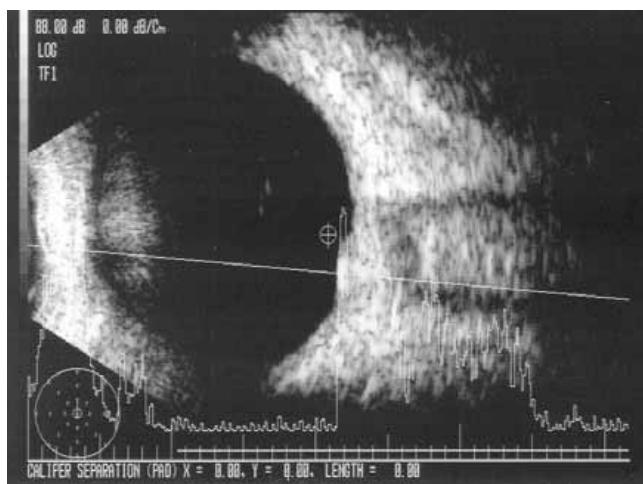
Ecografía modo A/B en que se observó una imagen bien limitada en placa, sólida, localizada en el área macular, compatible con degeneración macular asociada con la edad.
